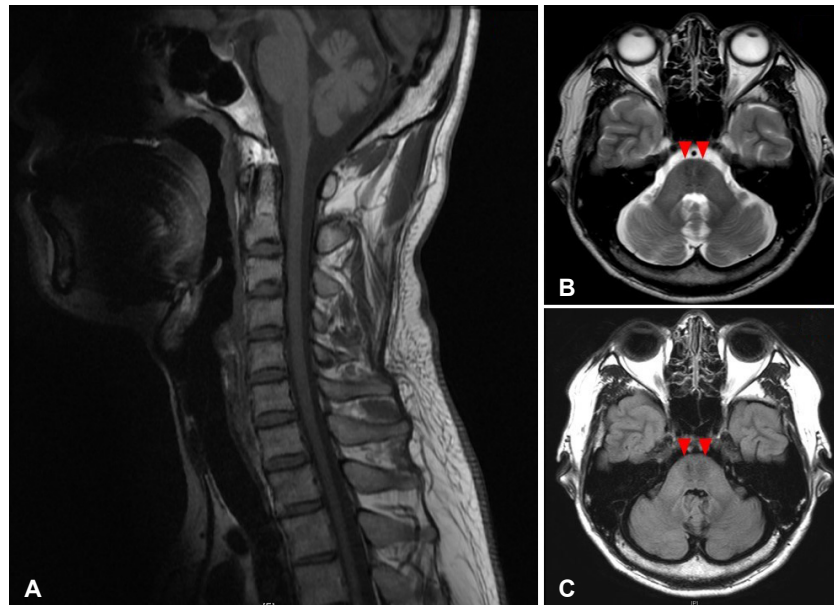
Magnetic resonance images of cervical spinal cord and brain of the patient. (A) Sagittal T1-weighted image exhibit the atrophy of the superior cerebellar vermis and the cervical spinal cord. (B) Axial T2-weighted image and (C) axial fluid-attenuated inversion recovery images reveal linear hypointensity in the pons (arrowheads).
